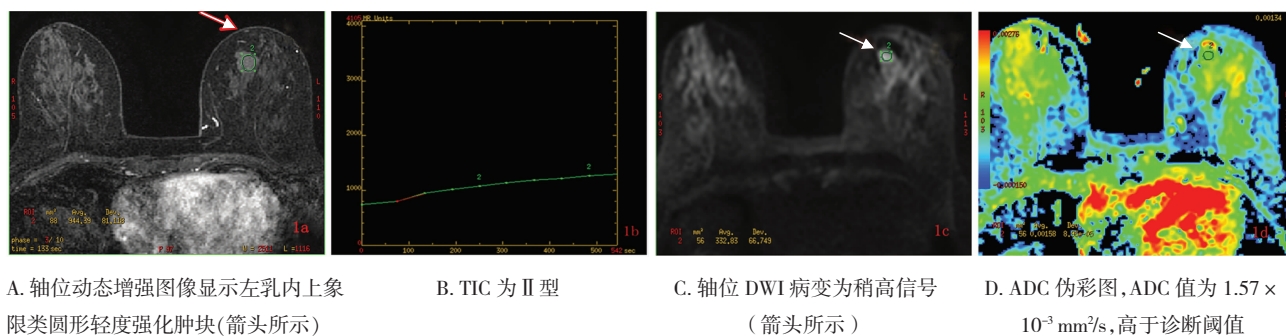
女性,32 岁,左乳纤维腺瘤 DCE-MRI 及 DWI 图像
